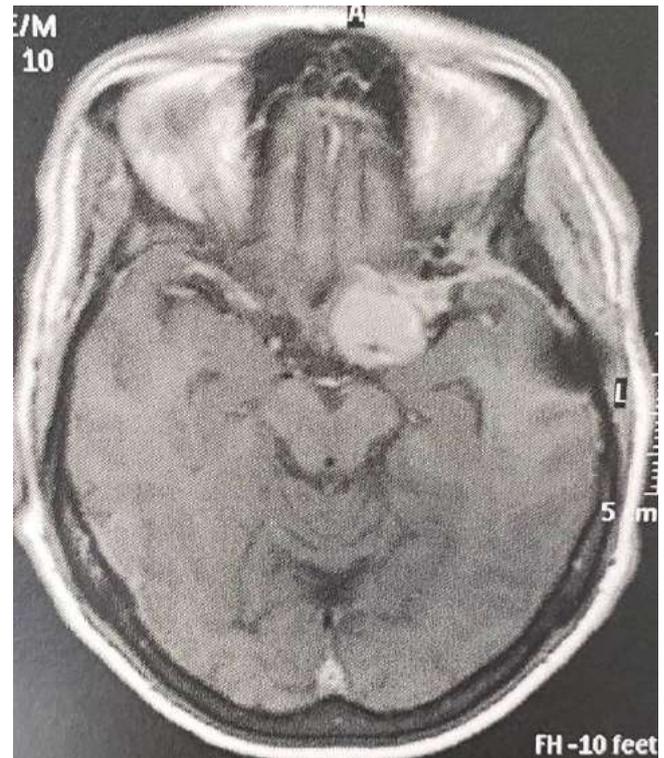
Meningioma clival visto na RM (T1).
